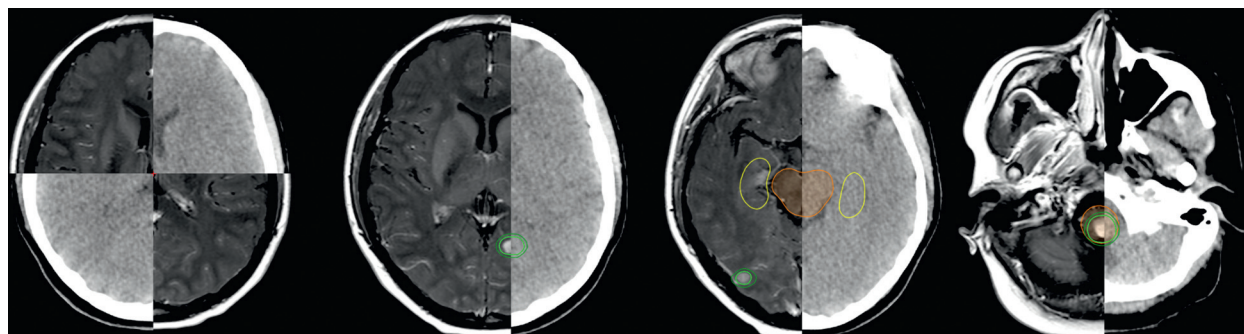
Imágenes de fusión entre TAC y RM, con volúmenes delimitados.
